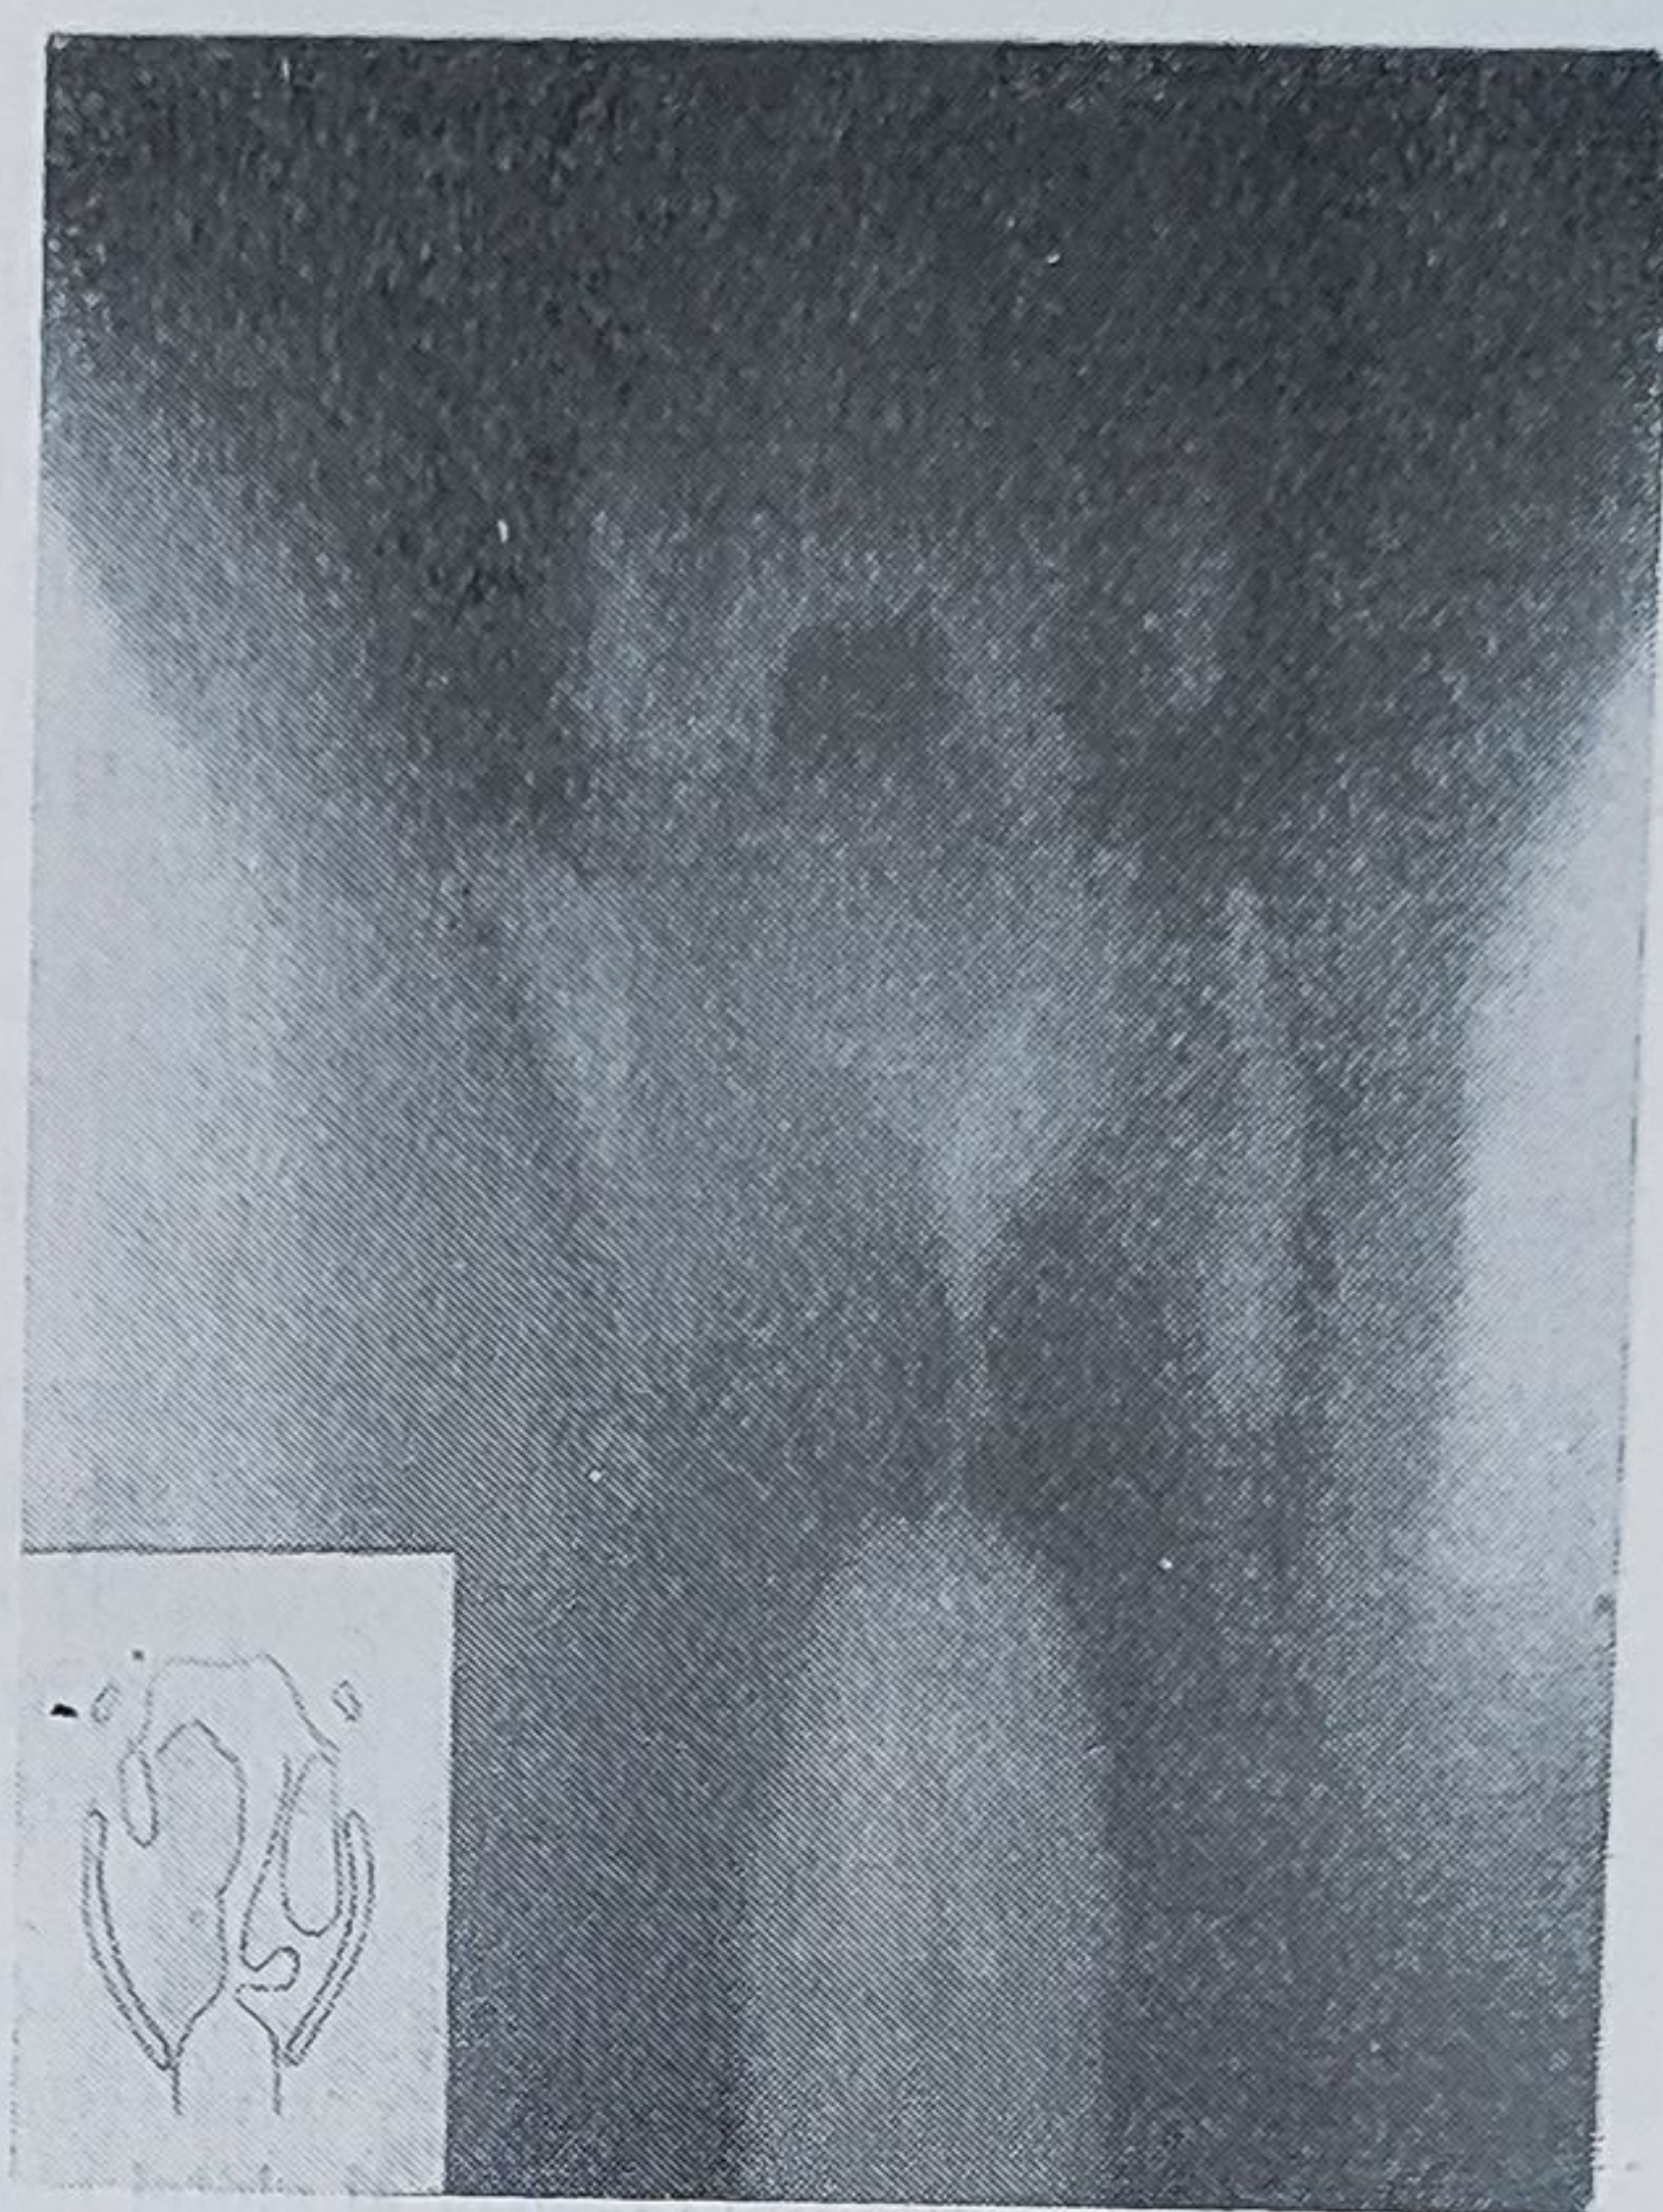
Tomografia unui cancer laringian extins în regiunea glotică.
